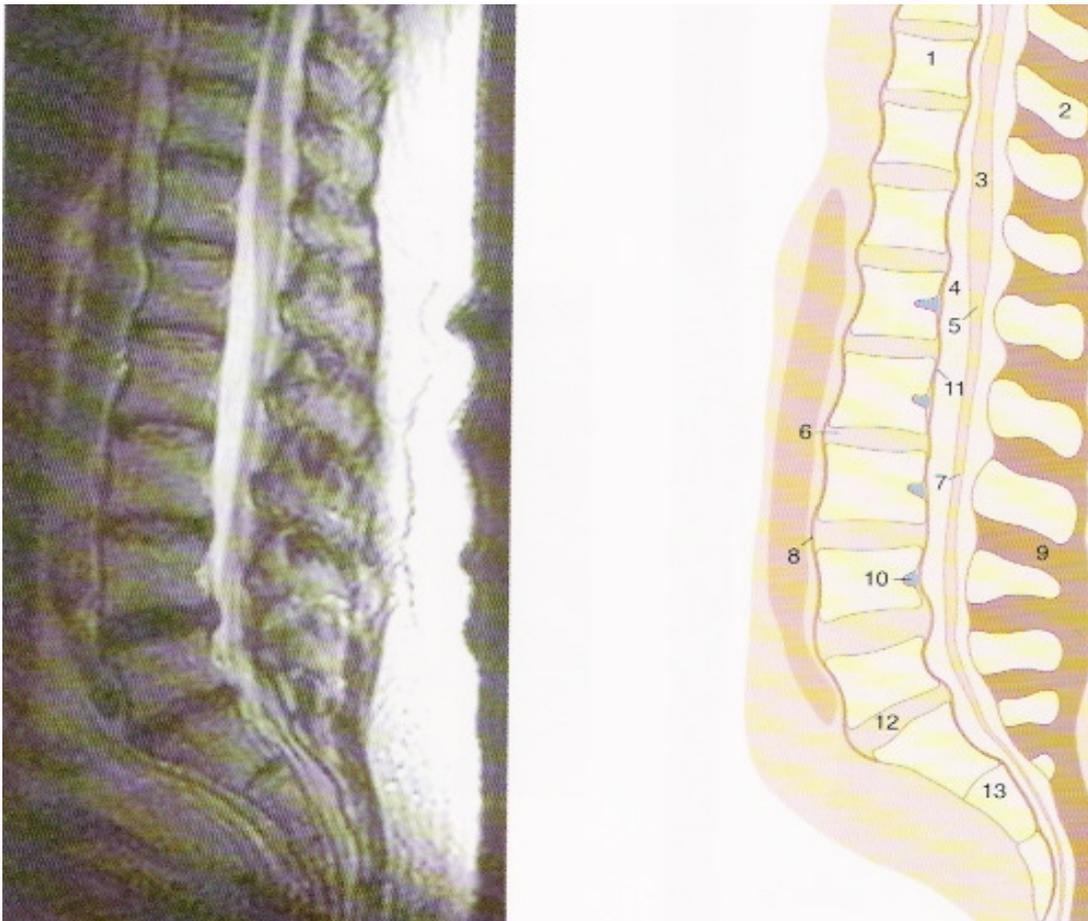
Imagen RM de la columna lumbosacra donde podemos apreciar 1.- cuerpo de la vértebra torácica X , 2.- apófisis espinosa , 3.- médula espinal , 4 .- contenido de la teca vertebral o duramadre (líquido cefalorraquídeo) , 5.- conos medullaris , 6 .- disco intervertebral , 7.- fillum terminale y causa equina , 8.-ligamento longitudinal anterior , 9.- ligamento interespinoso , 10 .-vena basivertebral , 11.-ligamento longitudinal posterior , 12 .- articulación lumbosacra , 13 .- sacro.
